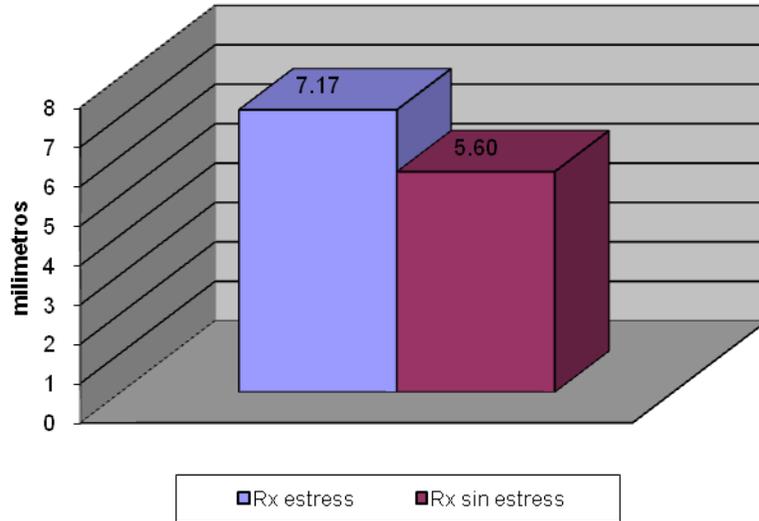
Valor Promedio de las radiografía con y sin estrés.
